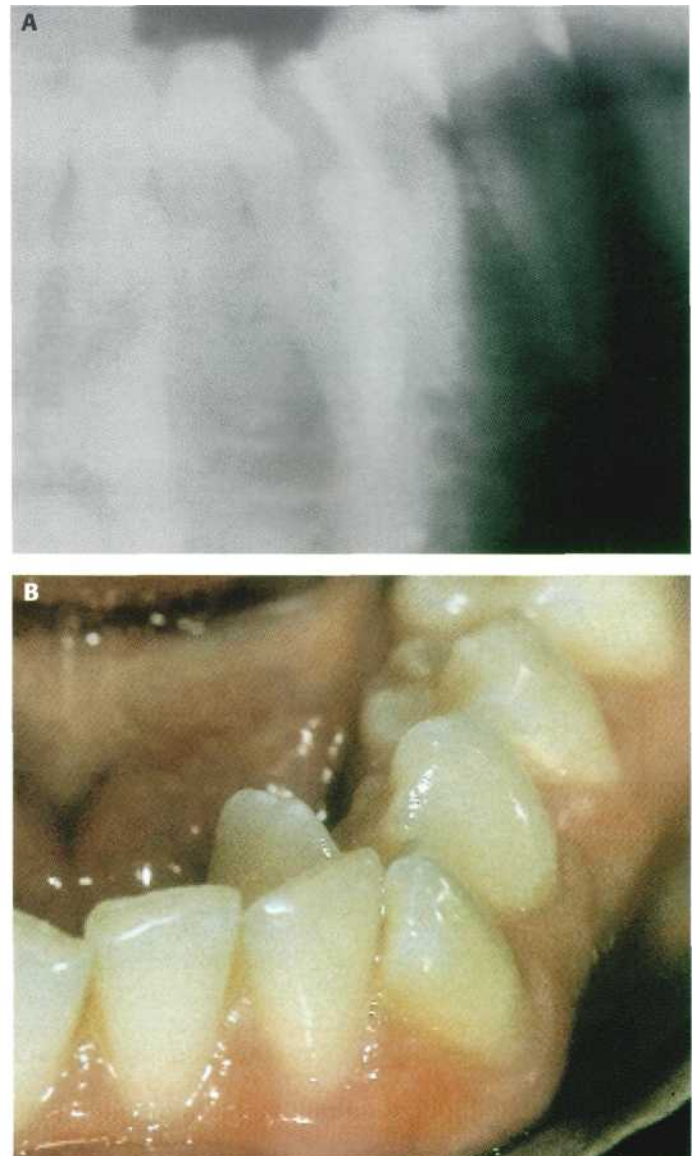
Incisivo lateral inferior izquierdo supernumerario. (A) Detalle de la ortopantomografía. (B) Imagen clínica del incisivo supernumerario erupcionado por lingual.
